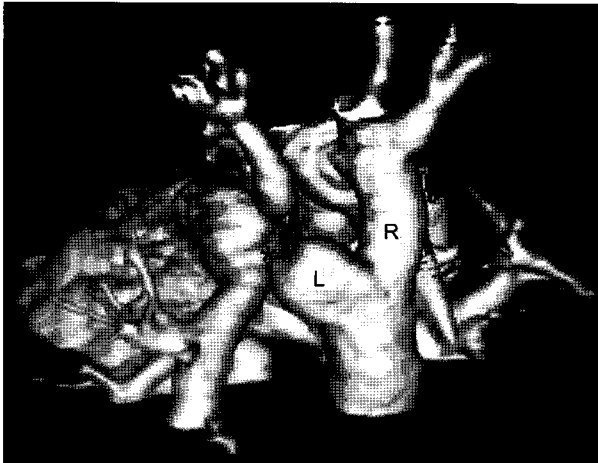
3-dimensional CT shows double aortic arch which has dominant right arch (R). Left arch (L) has an atretic segment (*) between left subclavian artery and descending thoracic aorta. So, it is not appeared in this figure. These two arches are encircling the trachea and the esophagus. There was also ligamentum arteriosum ().
